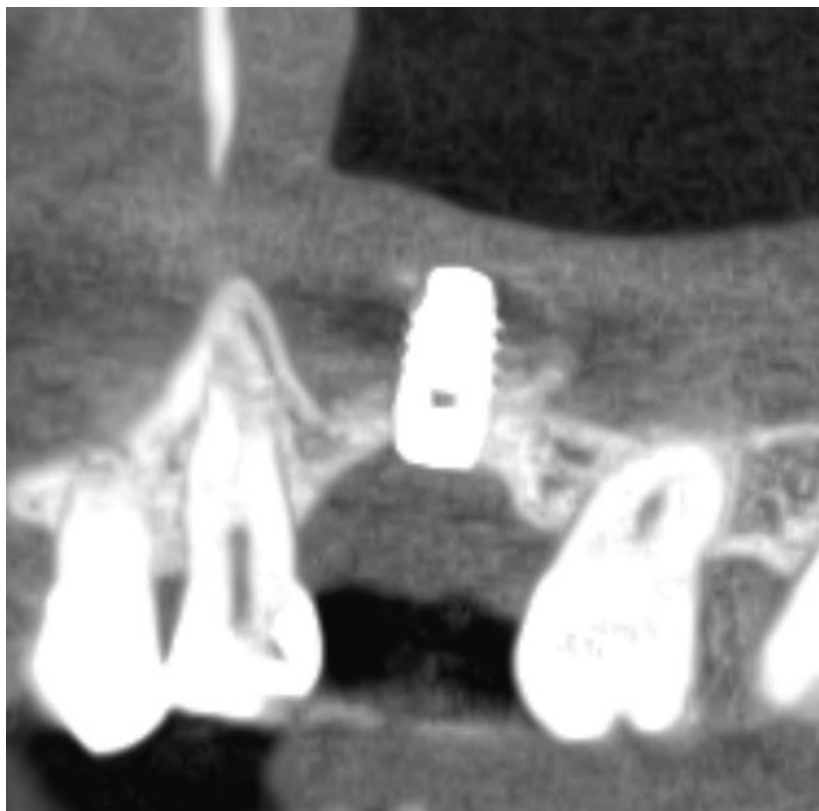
Рентгенологічні ознаки верхньощелепного синуситу після транскрестальної гідродинамічної СА на зрізах КПКТ
